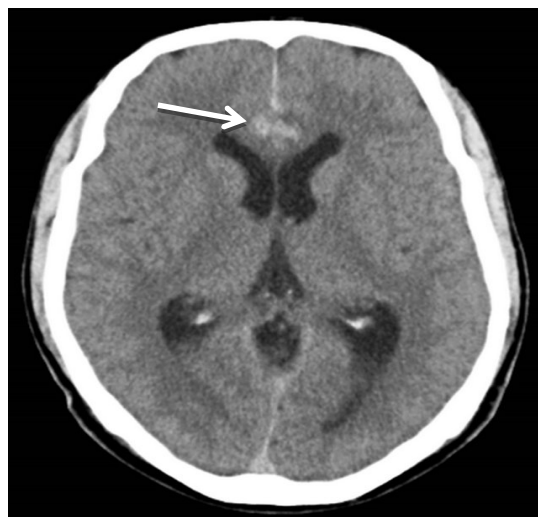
Спостереження №39. КТ головного мозку хворої С-ва, 36 років, історія хвороби №132775, в першу добу після крововиливу на ґрунті розриву мішководної аневризми сегменту А3 ПМА, аксіальна проекція. Стрілкою позначено САК в передній третині міжпівкульної щілини та коліні мозолистого тіла.
